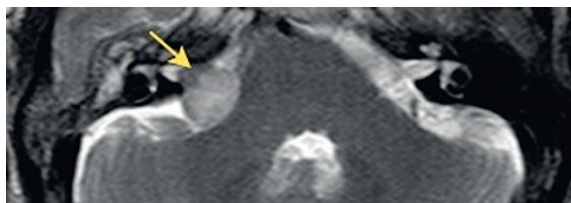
МРТ мостомозжечкового угла с контрастированием через 4 года после радиохирургии, стрелкой указано образование
